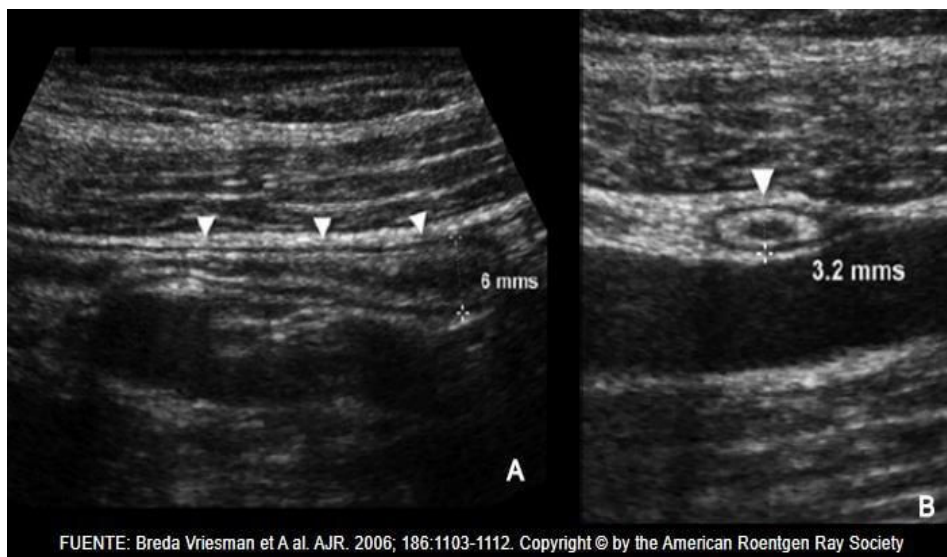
Ecografía de Apéndice Normal A) Sección longitudinal B) Sección Transversal de Apéndice Cecal.
